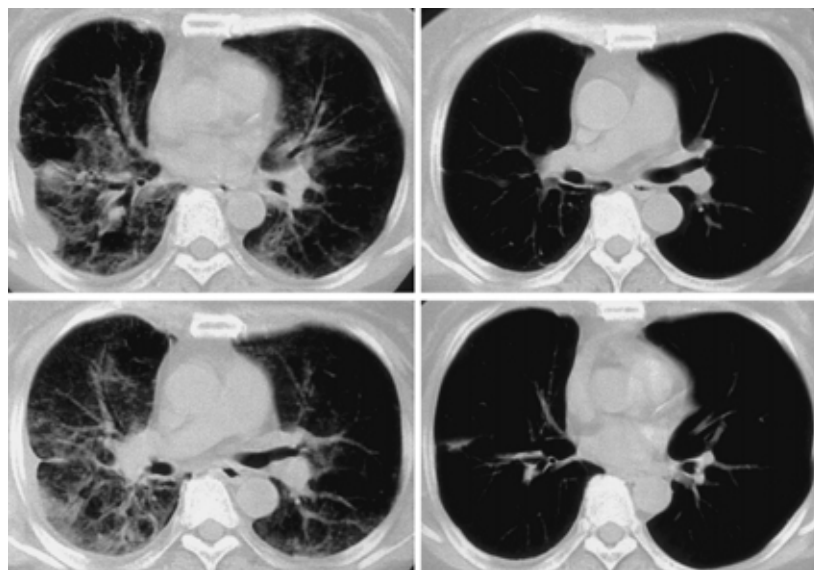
Chest CT scan of case 1, showing diffuse increase in density in both lung fields. (lt) showing remarkable improvement after 3 weeks of corticosteroid therapy. (rt)
